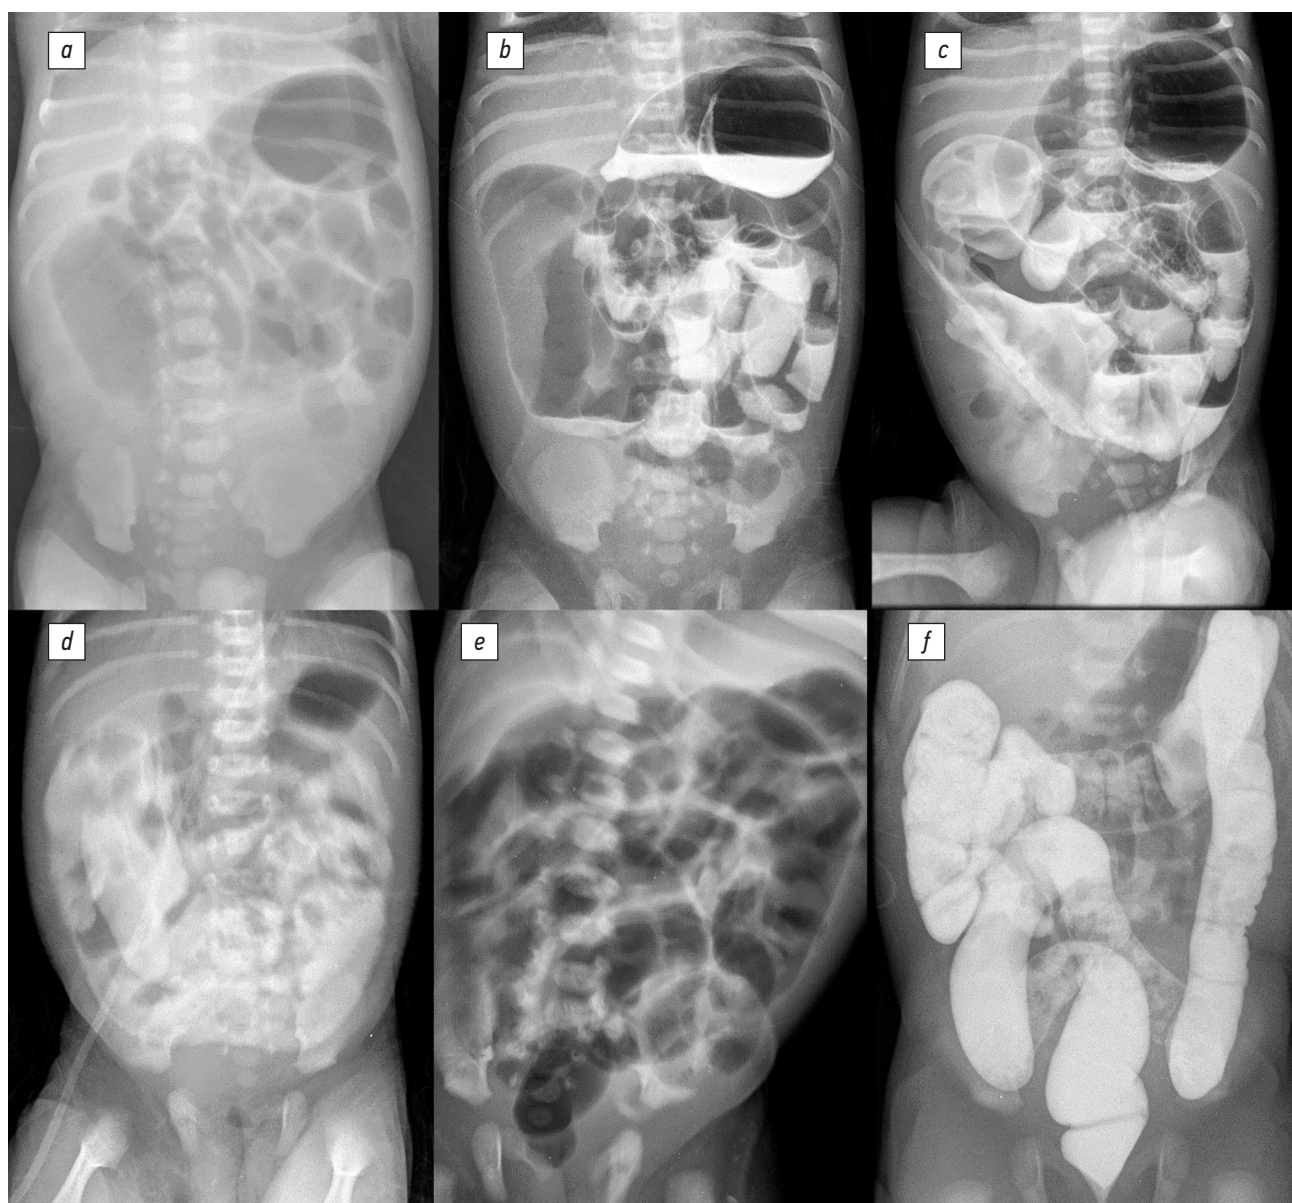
Рентгенологическая диагностика врожденной низкой кишечной непроходимости у новорожденного с меконияльным илеусом на фоне муковисцидоза. Динамика рентгенологических исследований: *a* — обзорная рентгенография органов брюшной полости на третьи сутки жизни (Заключение: «Врожденная низкая кишечная непроходимость»); *b–e* — контрастная рентгенография желудочно-кишечного тракта (прямая проекция) с водорастворимым контрастным веществом на основе резистентного крахмала и йопромиды: *b* — на третьи сутки жизни через 3 часа после введения контраста (Заключение: «Контрастное вещество заполняет петли тонкой кишки. Выраженное расширение петель тонкой кишки»); *c* — на третьи сутки жизни через 6 часов после введения контраста (Заключение: «Контрастное вещество заполняет петли тонкой кишки. Множественные уровни жидкости»); *d* — на четвертые сутки жизни через 24 часа после введения контраста (Заключение: «Контрастное вещество в проекции петель тонкой и толстой кишки»); *e* — на четвертые сутки жизни через 36 часов после введения контраста (Заключение: «Равномерная пневматизация петель кишечника. Газом выполнена прямая кишка»); *f* — ирригография с водорастворимым контрастным веществом на основе резистентного крахмала и йопромиды на двенадцатые сутки жизни (Заключение: «Патологических зон сужения не выявлено. Контрастное вещество поступило в терминальный отдел подвздошной кишки»).
